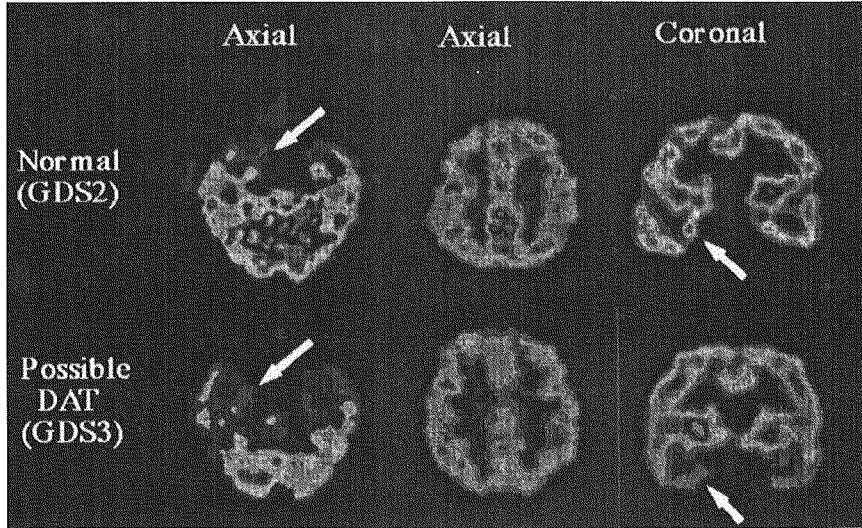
正常とDAT疑いの^{99m}Tc-ECD-SPECT画像
